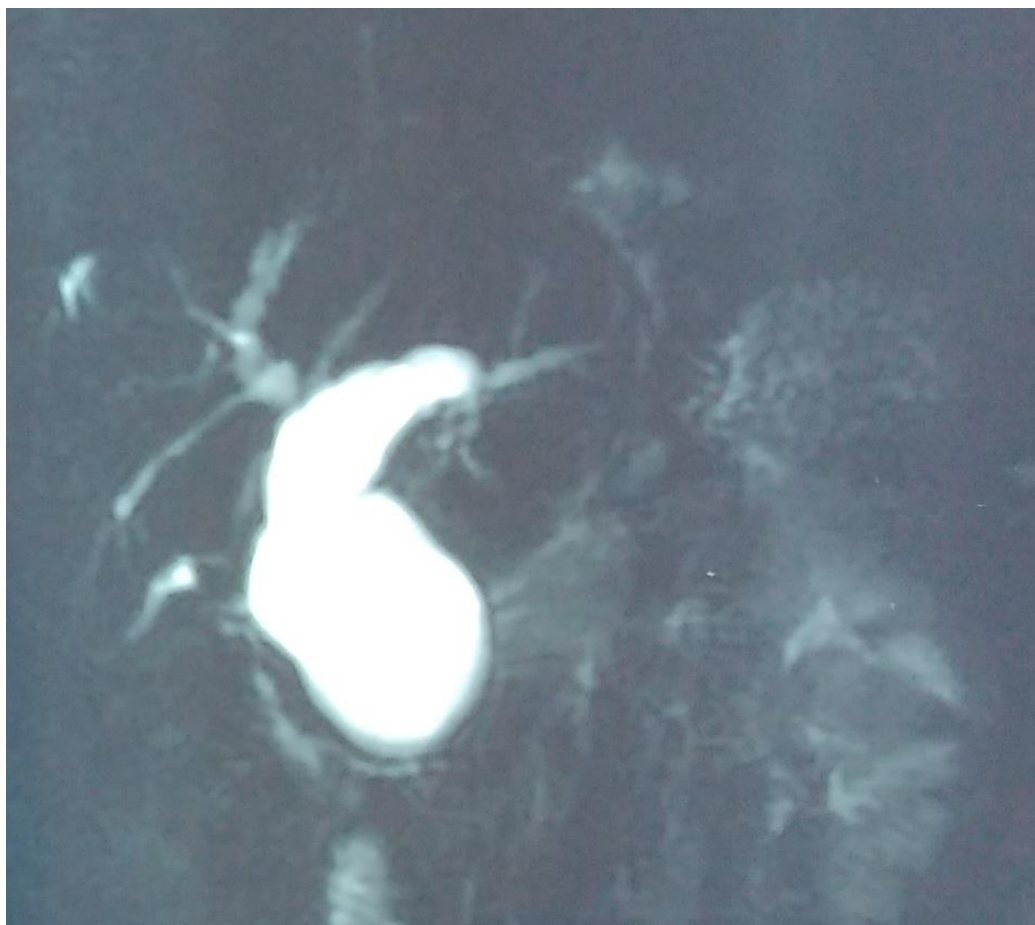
Coupe coronale de Bili-IRM objectivant une dilatation fusiforme de la VBEH classée type Ic de TODANI.
